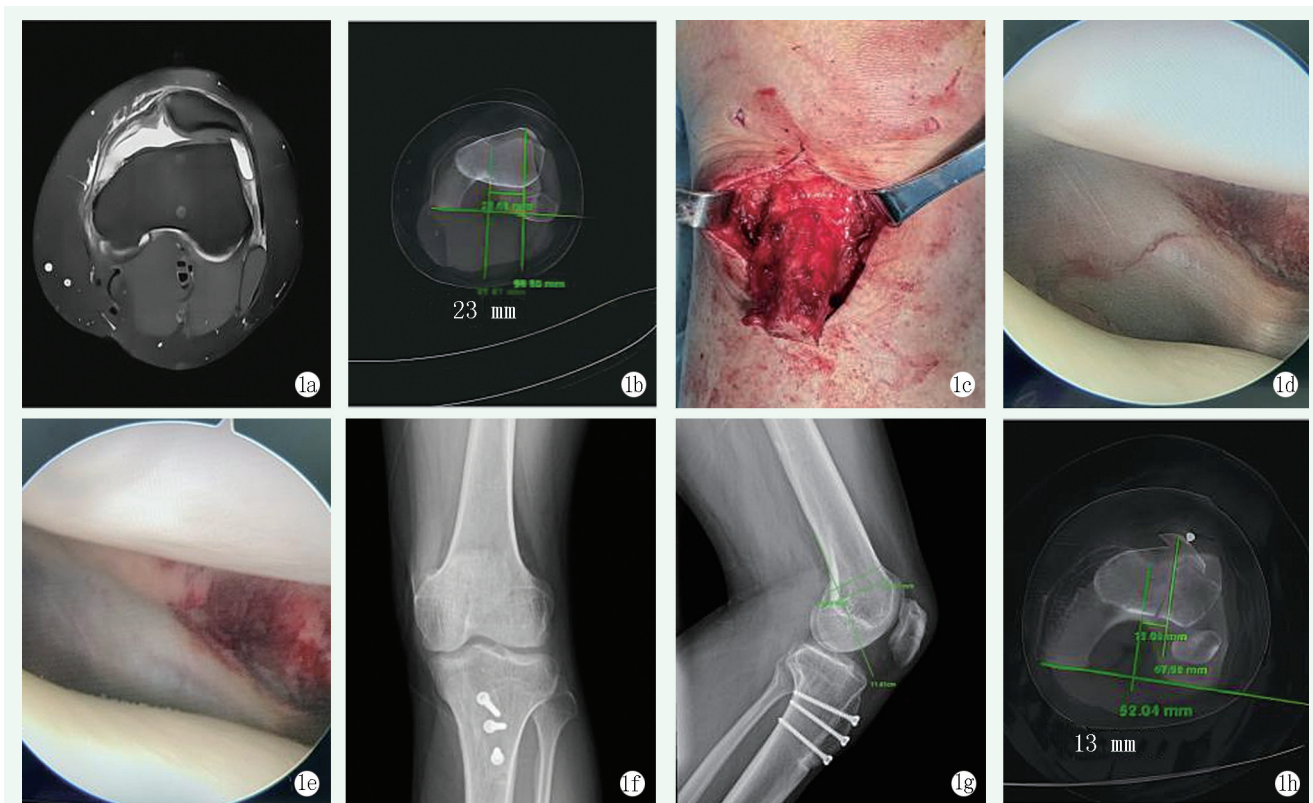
患者，女，23 岁。1a: 术前 MRI 可见 MPFL 断裂；1b: 术前 TT-TG 间距为 23 mm；1c: 胫骨结节截骨内移；1d, 1e: MPFL 重建完成后，镜下见膝关节位于 30°、60°髌股关节匹配良好；1f, 1g: 术后 6 个月膝关节正侧位 X 线片显示骨质愈合，髌骨在位，MPFL 股骨等距止点位置良好；1h: 术后 TT-TG 间距为 13 mm。
